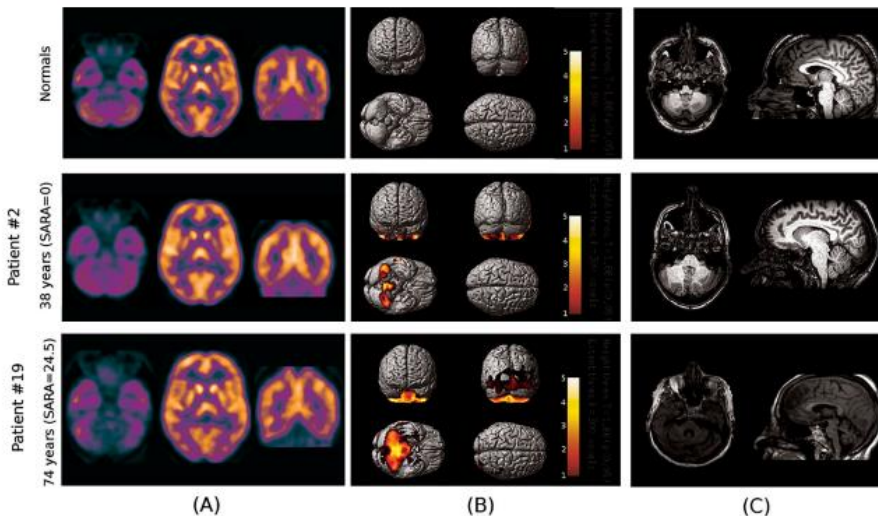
(A) Vistas coronal y axial de FDG-PET (B) Comparación vóxel por vóxel pacientes vs control (C) MRI sagital y axial. Adaptado de Aguiar et al. (2017) con permiso de reproducción (anexo I).
